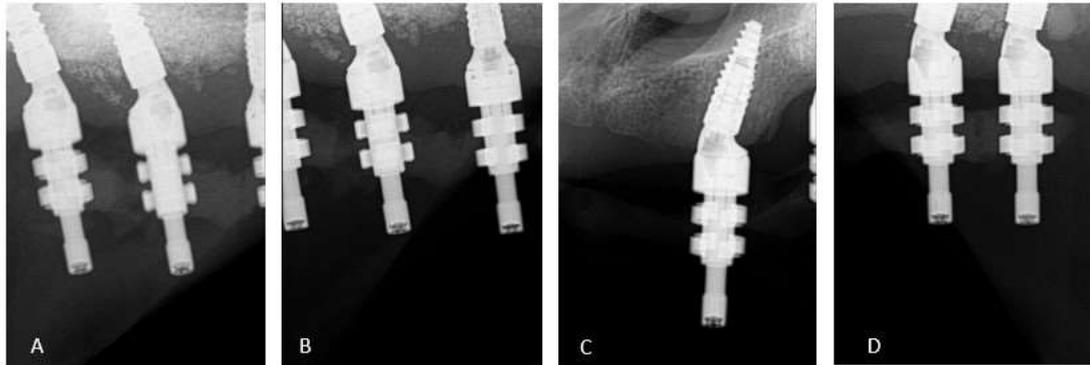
Asentamiento pasivo y validacion de index (A) Radiografia peripical pza 16-14 (B) Radiografia peripical pza 14-13 (C) Radiografia peripical pza 23 (C) Radiografia peripical pza 26-24
